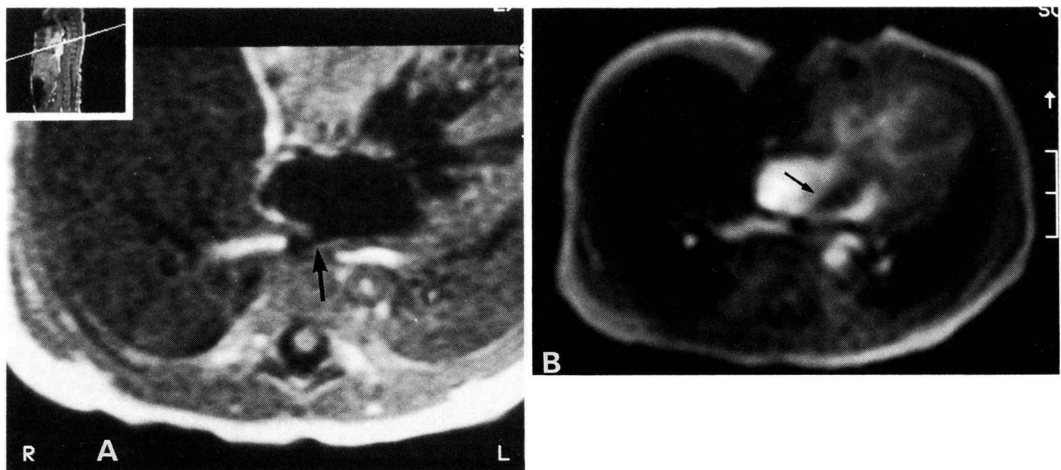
総肺静脈還流異常修復術後吻合部狭窄(症例3 : Darling 分類 III 型) の MRI 所見。
